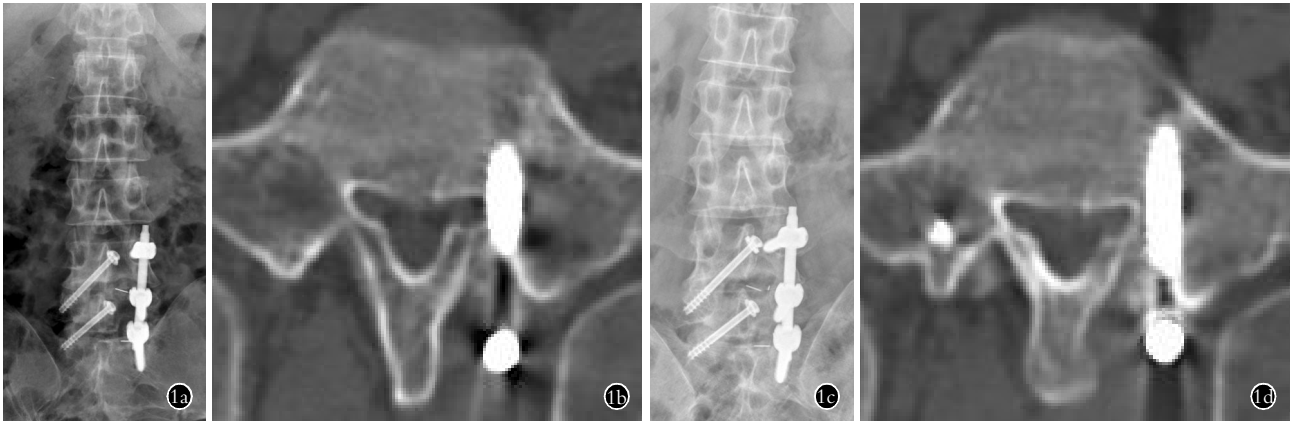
患者,男,55 岁,反复腰痛 5 年,加重伴左下肢放射 1 年,诊断为 L_{4,5}、L₅S₁ 椎间盘退变,经小切口 L_{4,5}、L₅S₁ 单侧椎弓根螺钉联合瞄准器引导下对侧经椎板关节突螺钉固定并椎间融合器植骨术 1a,1b。术后腰椎 X 线正位和 CT 平扫示 S₁ 椎弓根螺钉偏内,部分进入椎管 1c,1d。行 S₁ 椎弓根螺钉调整后,术后腰椎 X 线正位和 CT 平扫示 S₁ 椎弓根螺钉位置良好
